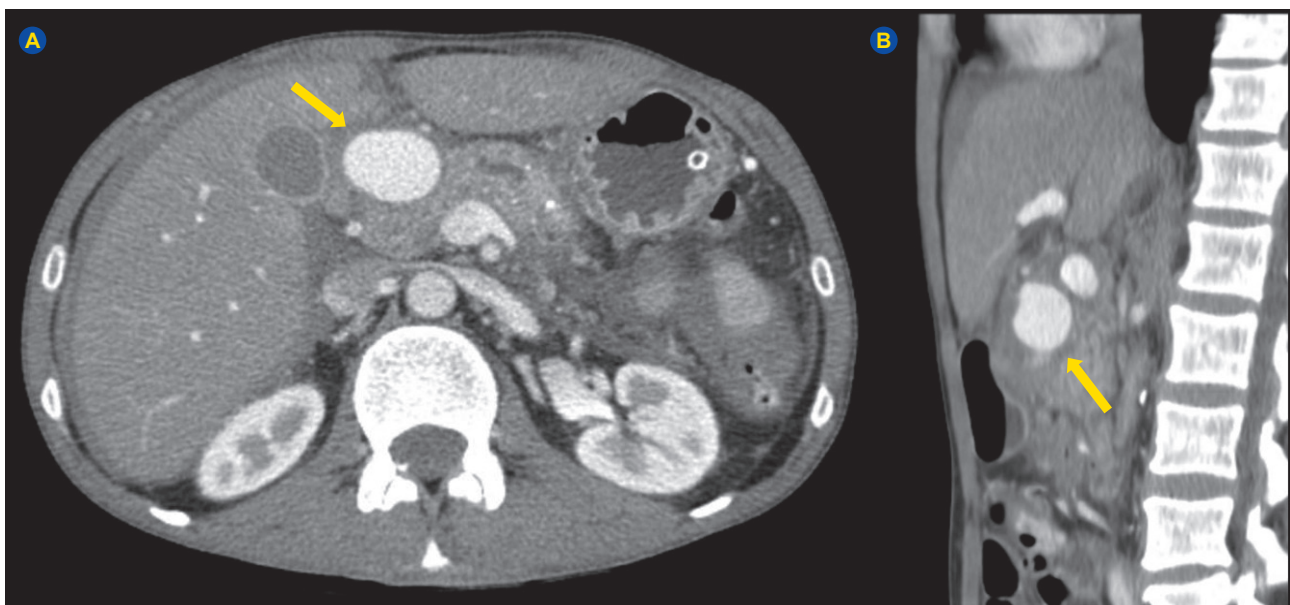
Angio-TC, com reconstrução axial (A) e sagital (B). Pseudoaneurisma preenchido por contraste, junto ao hilo hepático, com provável origem na artéria gastroduodenal.
